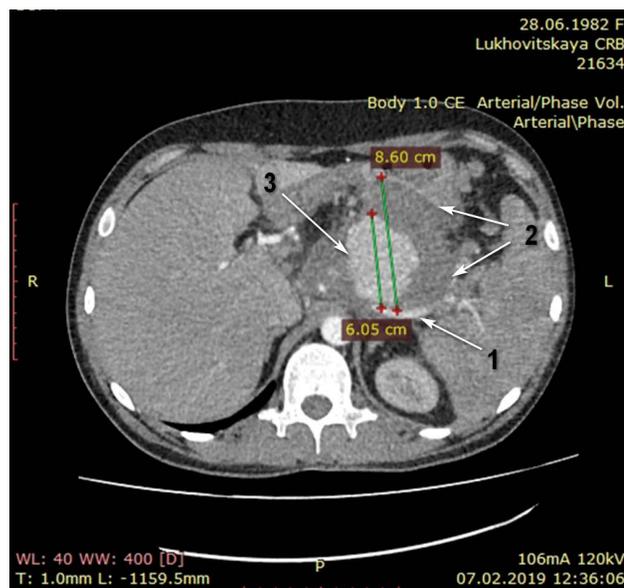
Артериальная фаза КТ – в псевдокисте поджелудочной железы зона накопления контраста округлой формы, размером 60 мм (псевдоаневризма): 1 – селезеночная артерия; 2 – псевдокиста поджелудочной железы; 3 – псевдоаневризма селезеночной артерии
